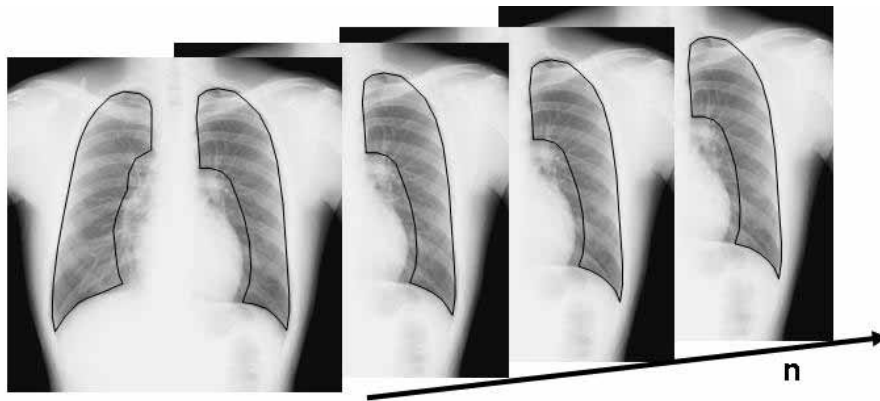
(a) Sequential chest radiographs with recognized lung areas. (b) One frame divided into 32 x 32 blocks on a side of 20 pixels.
